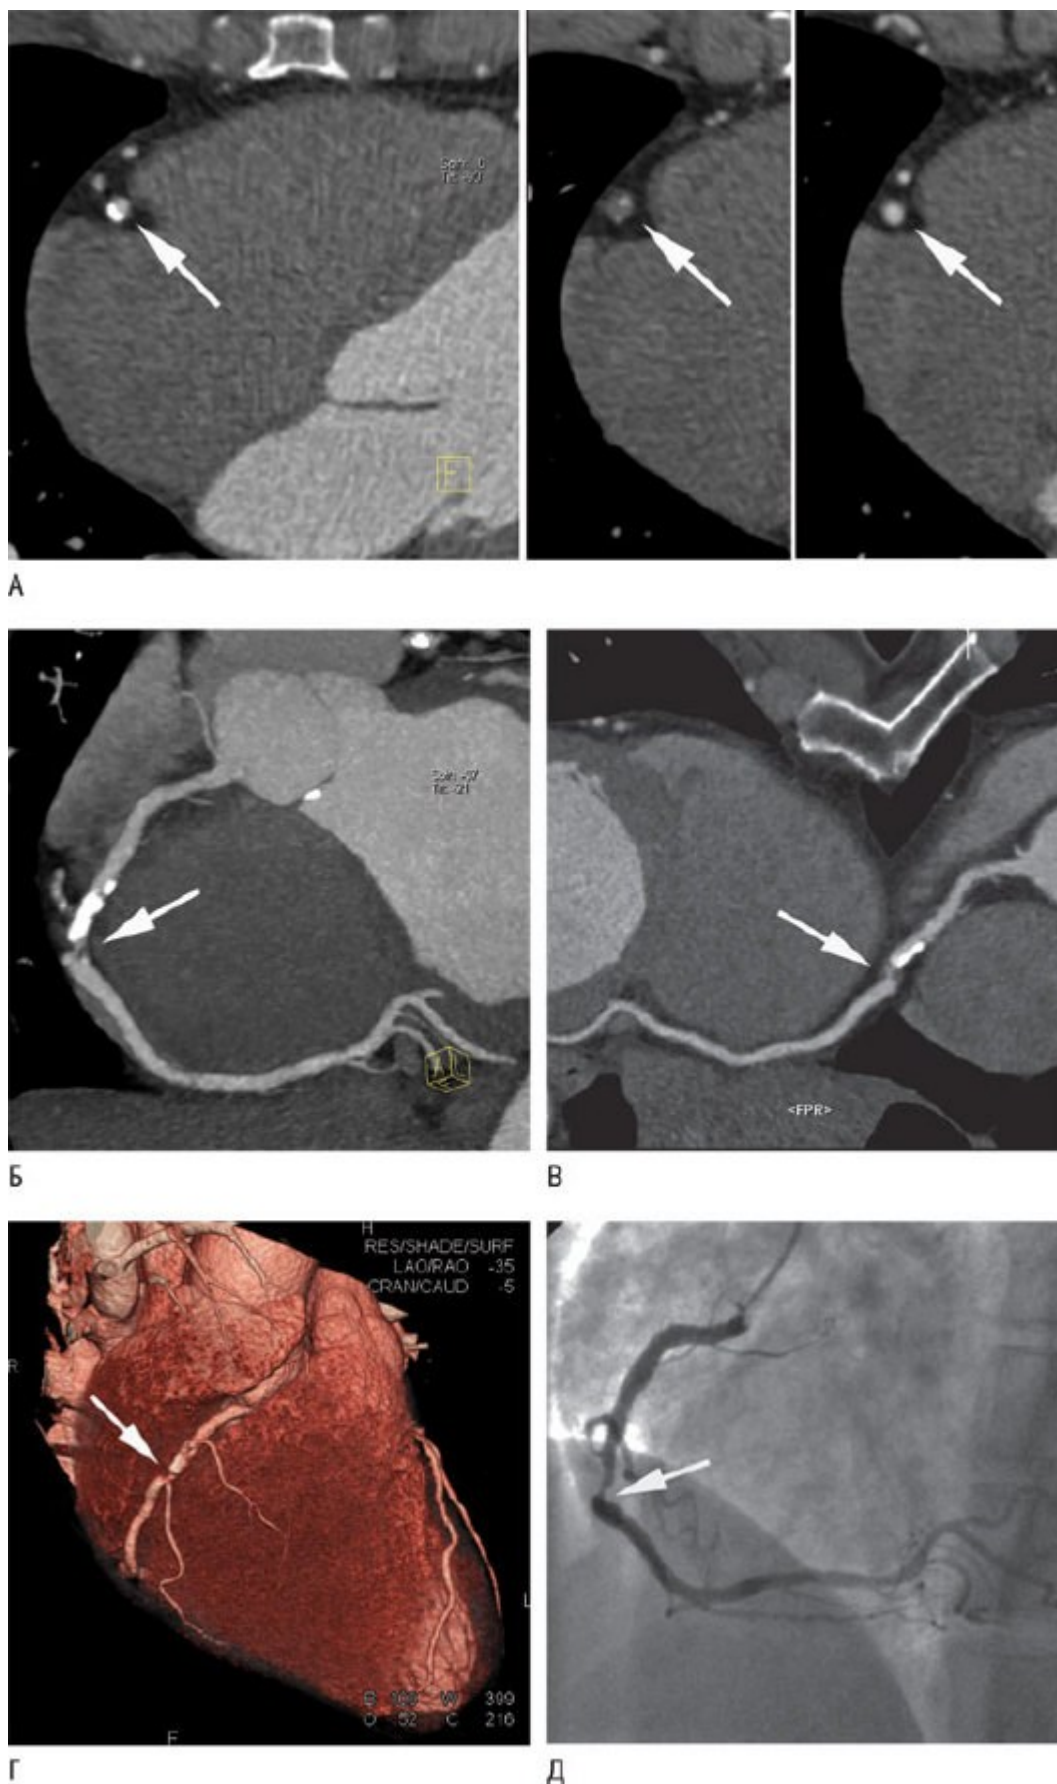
Визуализация стеноза венечной артерии на постконтрастных изображениях на двухтрубчатом компьютерном томографе. А - аксиальные изображения правой венечной артерии показаны на трех последовательных уровнях (стрелки). В то время как самое верхнее изображение (левое) показывает некоторый кальциноз и контрастированный
